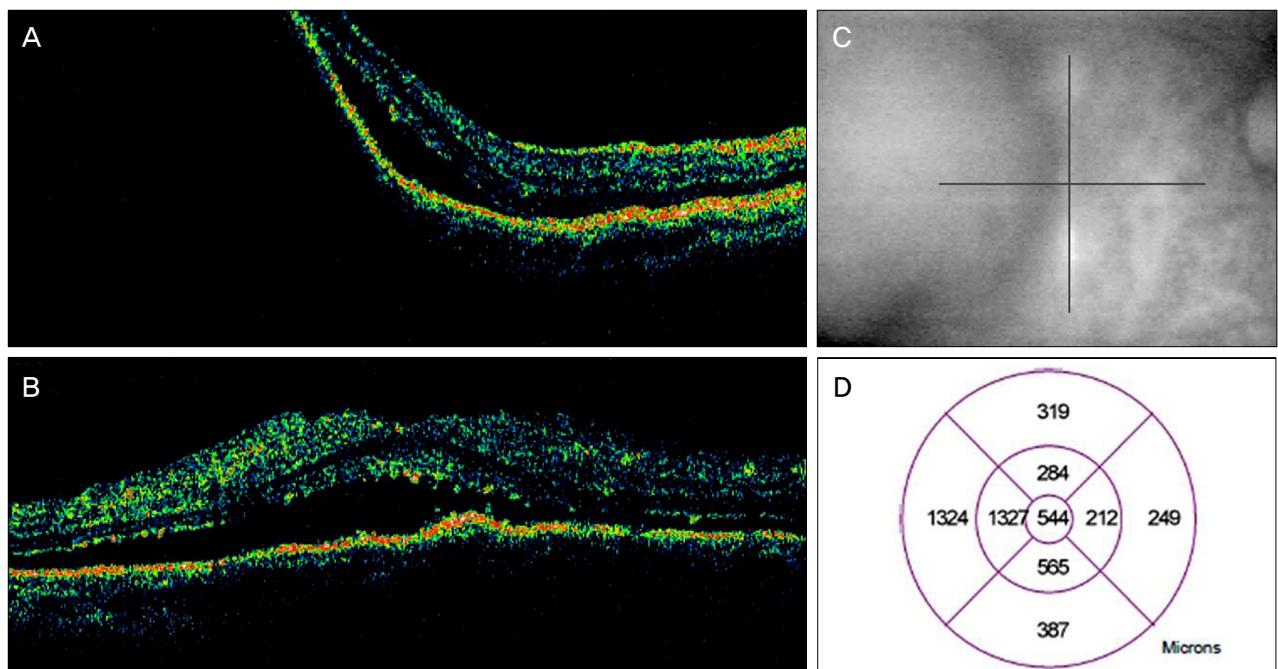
A serous retinal detachment involving the macula and an elevated retinal pigment epithelial layer in both horizontal (A) and vertical (B) optical coherence tomography scans, which were described in (C). Topography map showed a diffuse temporal thickening involving the macula (D).
